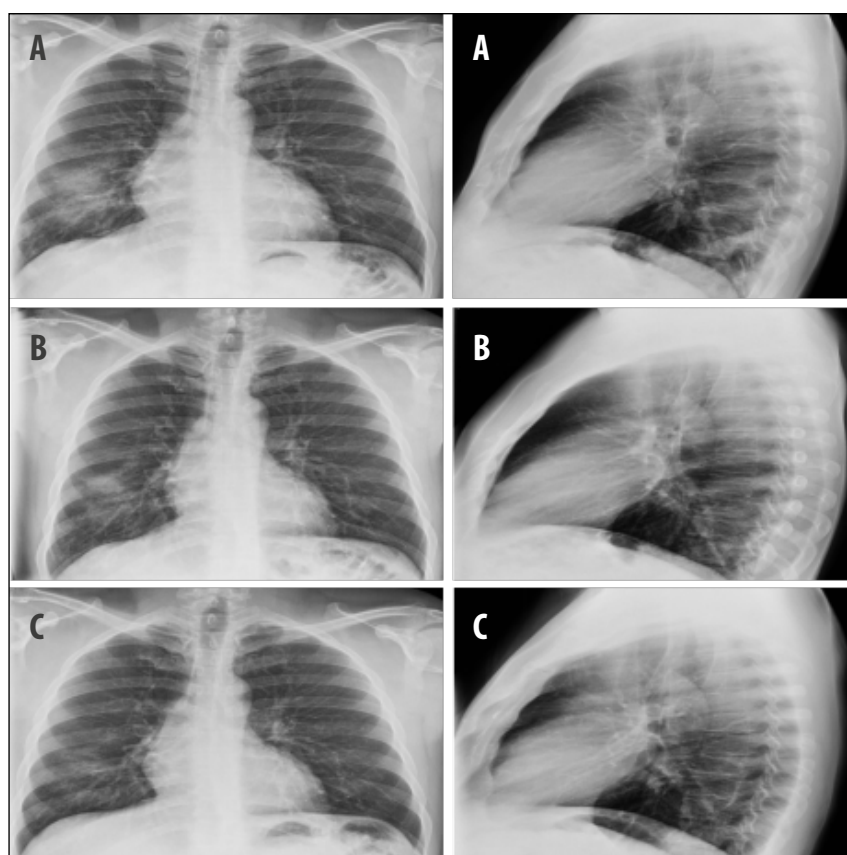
Evolution of the patient's lower-right lobar infiltrate in 3 consecutive PA and lateral radiographies. A: 08th April 2020. B: 13th April 2020. C: 27th April 2020.
